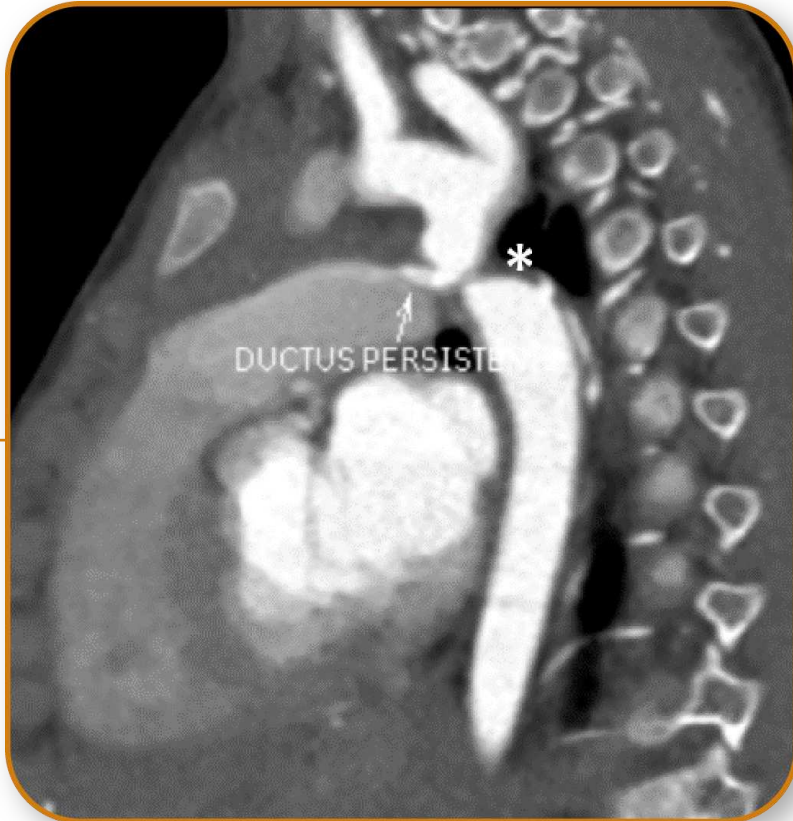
DAP tipo A con coartación aortica (asterisco). TC cardíaca, plano sagital oblicuo muestra conexión entre la aorta y la arteria pulmonar, conforme con estrechez a nivel pulmonar.
